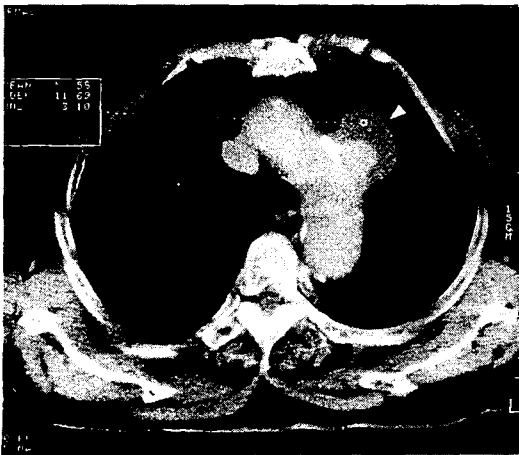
The axial CT scan shows saccular aneurysm(arrowhead) involving pseudoaneurysm.
